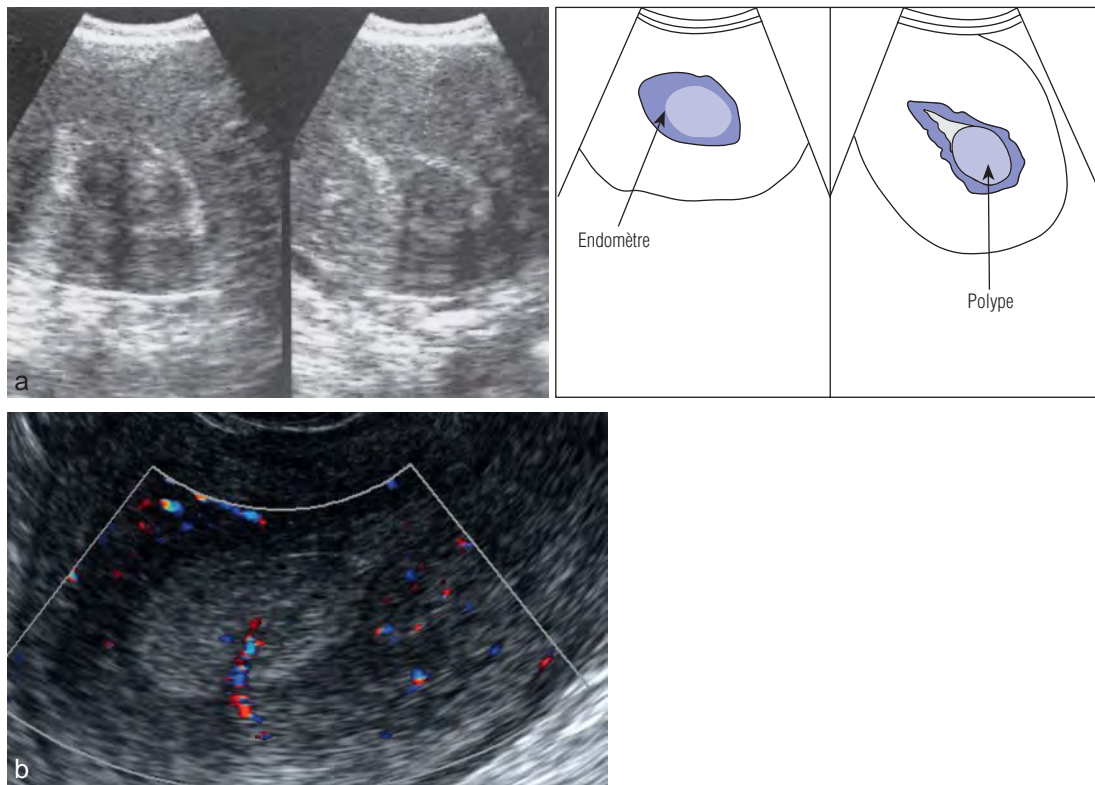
Échographie vaginale. a. Polype fibreux intracavitaire. b. Doppler couleur montrant bien le pédicule du polype.
